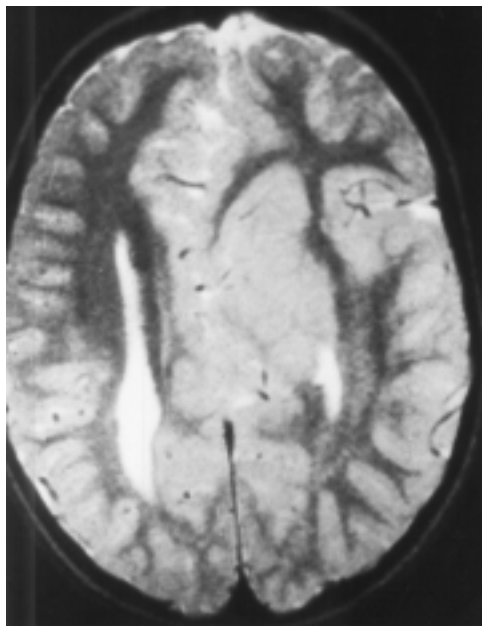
Heterotopía focal subcortical. La RM muestra una masa heterotópica en la zona subcortical y agenesia parcial del cuerpo calloso.
